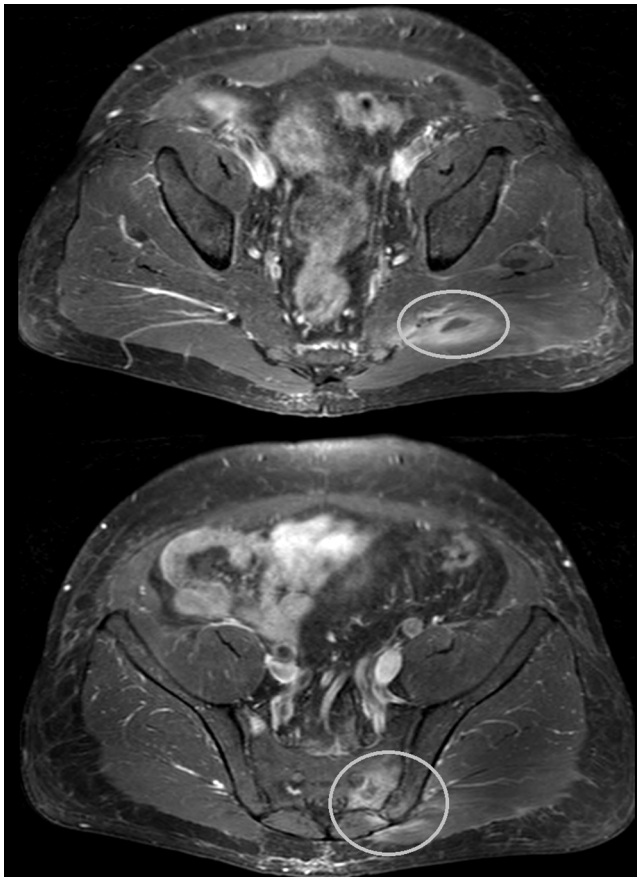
Resonancia magnética de pelvis.
